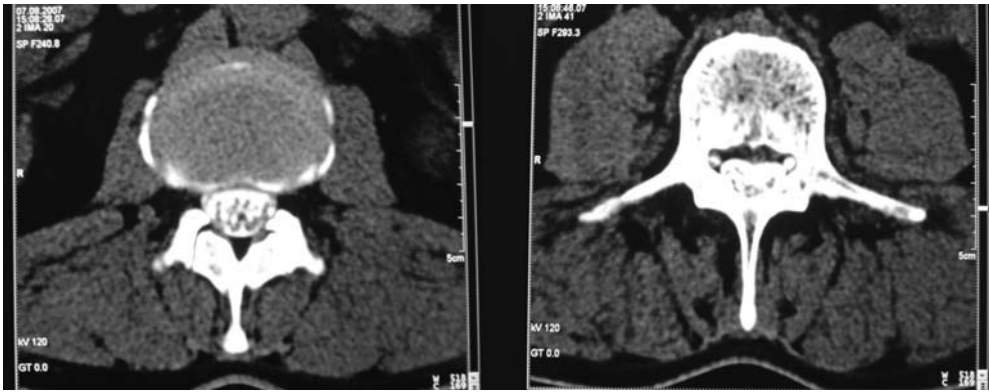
Компьютерная миелотомография: аксиальные срезы. Структуры позвоночного канала контрастированы эдоломбально введенным рентгеноконтрастным препаратом
